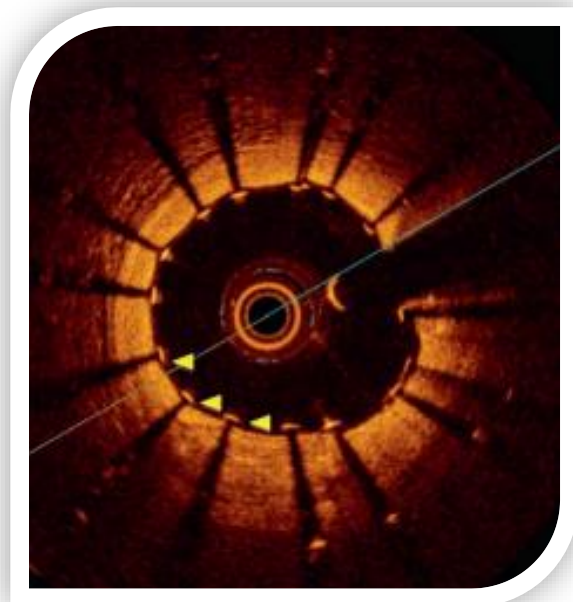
Imagen digital observada a través mediante tomografía de coherencia óptica. (39)
